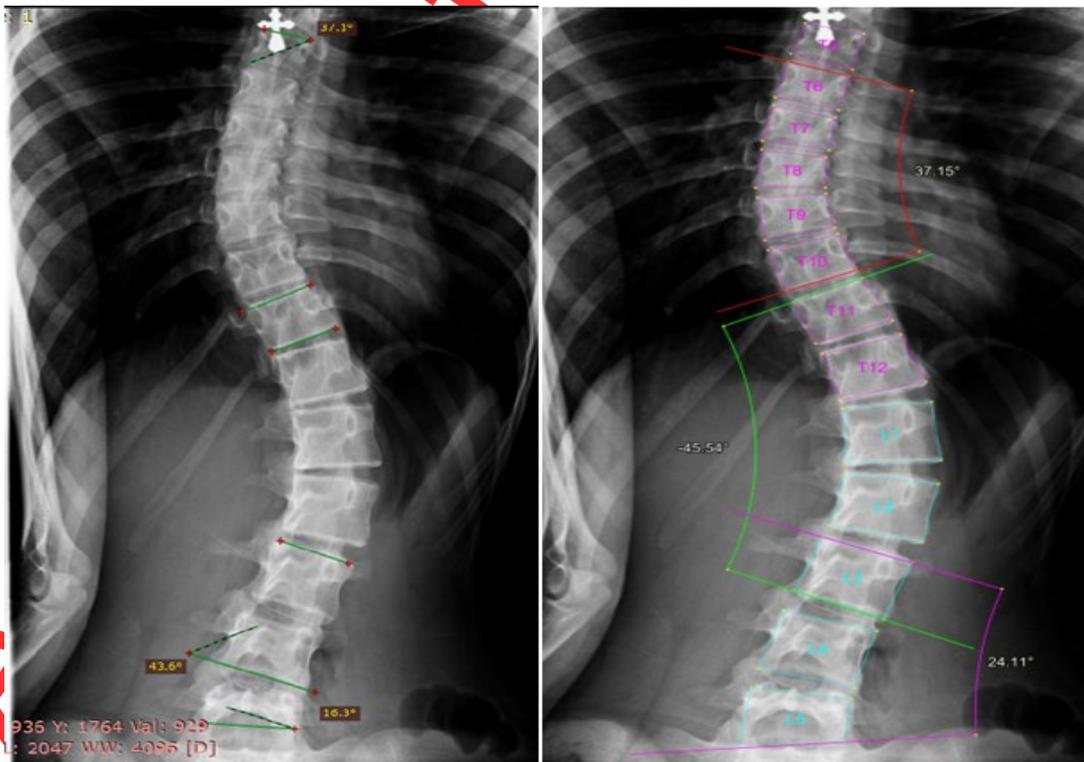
Особенности разметки позвонков на рентгенограммах при сколиозе III и IV степени. Ошибки в определении и нумерации позвонков, обусловленные их нетипичной формой (жёлтая стрелка).
